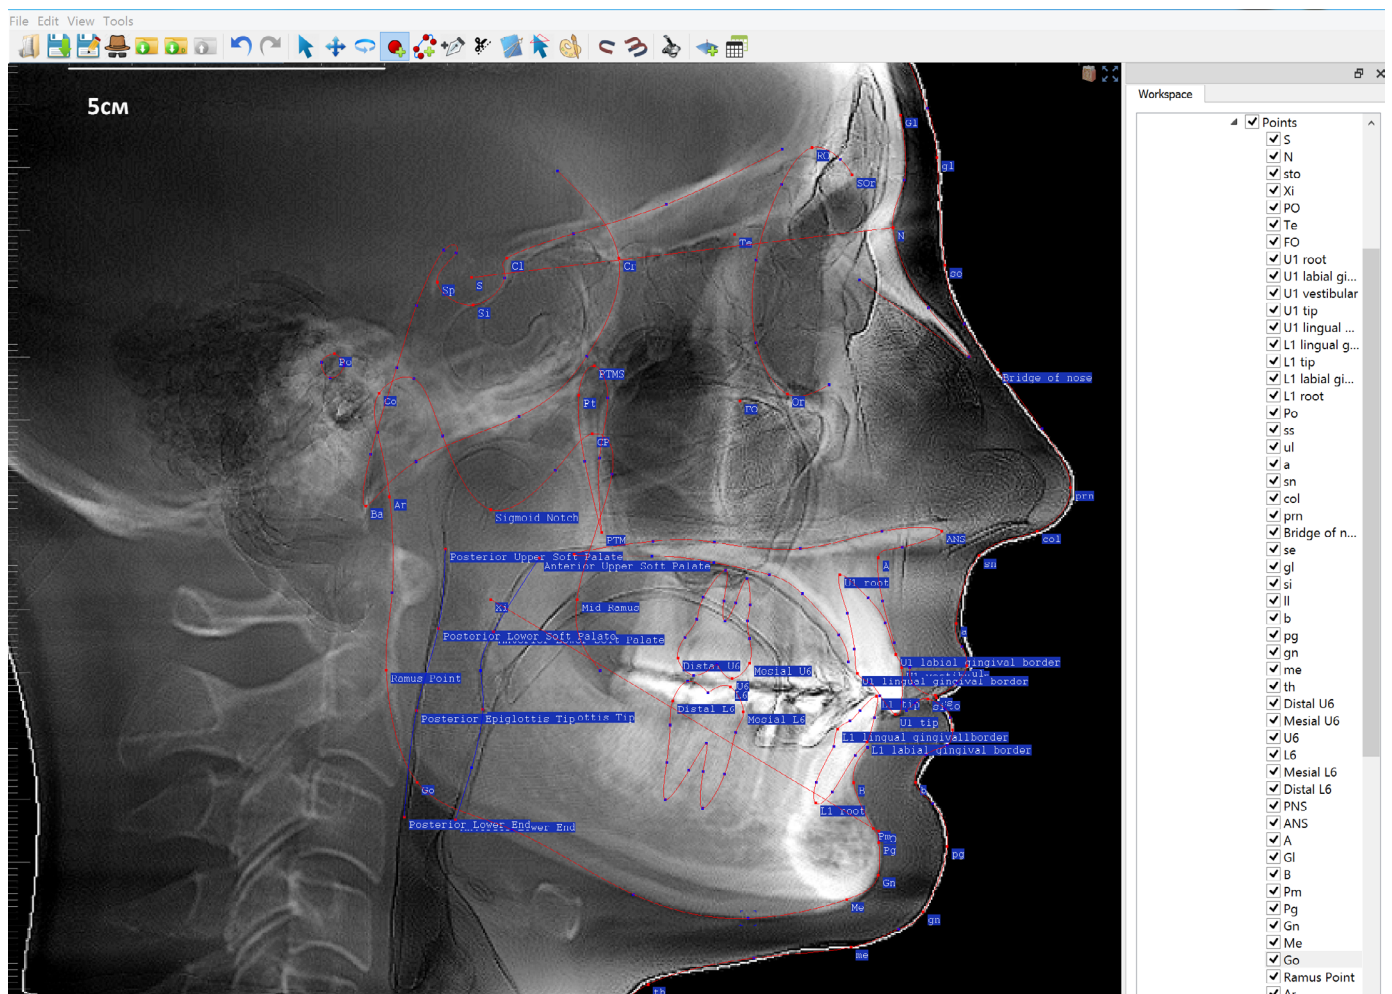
Интерфейс программы ViSurgery. В центральной части расположено окно с телерентгенограммой в боковой проекции, размеченной цефалометрическими точками и анатомическими контурами. Справа на панели Workspace (рабочее пространство) расположен список точек. На верхней панели — инструменты для работы в программе
